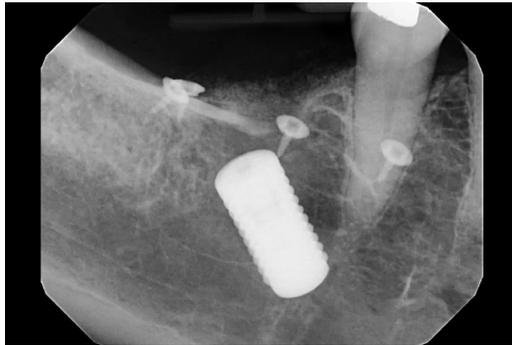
GBR後のX線写真。インプラントが顎骨内に迷入している
